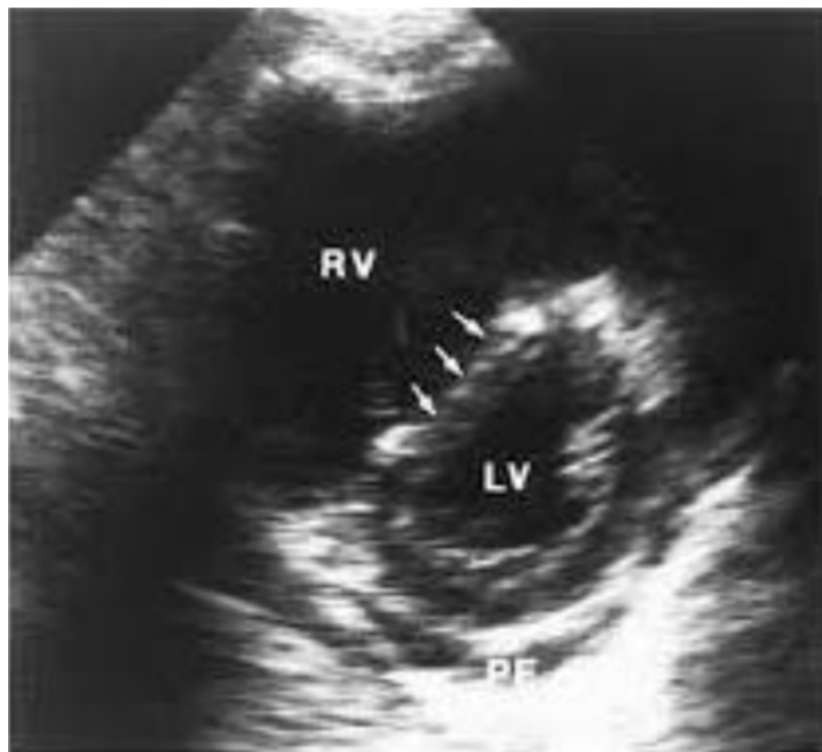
Dilatation du VD et aplatissement du septum interventriculaire (flèches) et coupe parasternale petit axe
